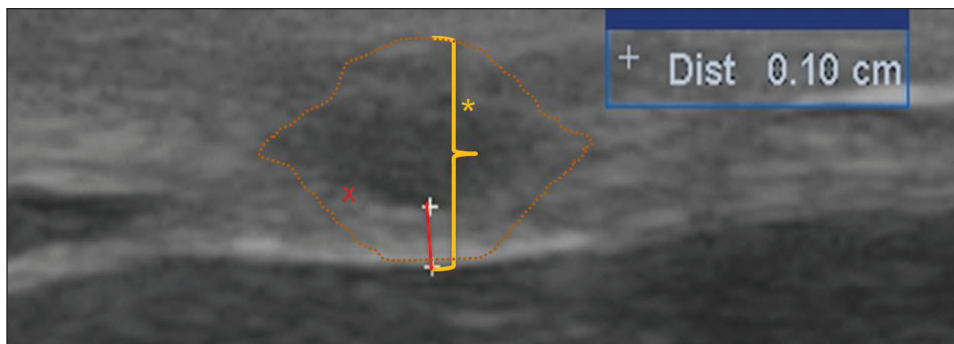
Ultrasound of the right greater auricular nerve (asterisk, with contours indicated by dotted lines), in an axial view, showing a hyperechoic rim, corresponding to the epineurium, with a thickness of 1.0 mm (red x). The cross-sectional area of the nerve was estimated to be 50 mm².
